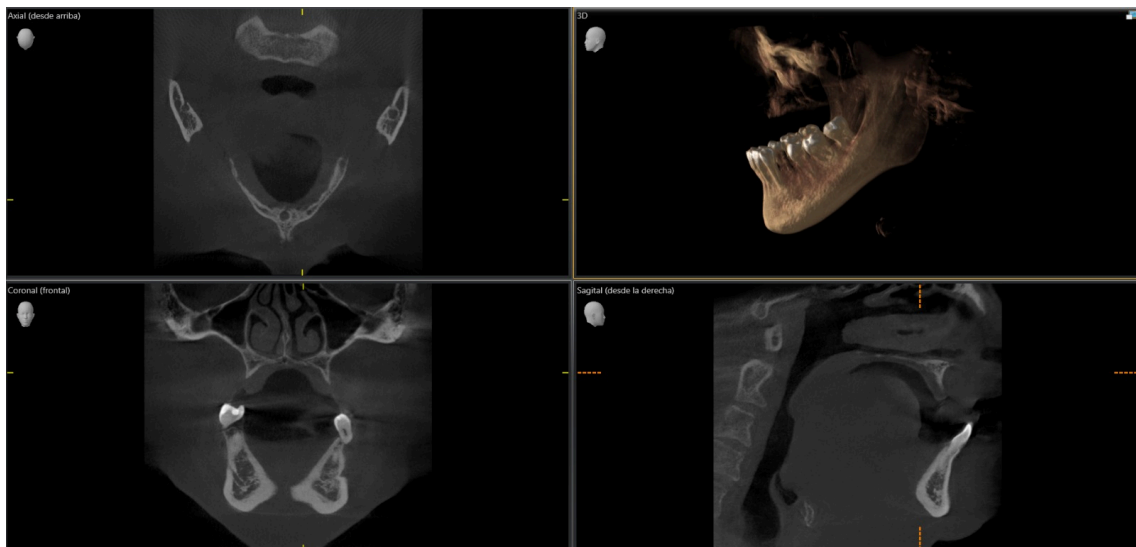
CBCT del paciente 2.
